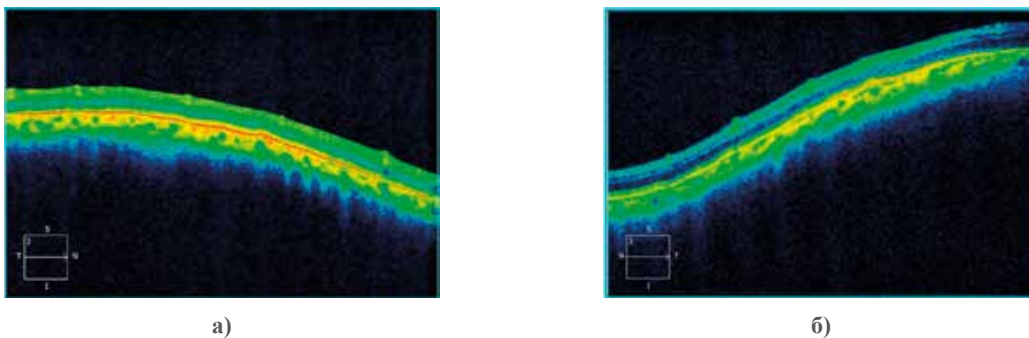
Оптическая когерентная томография а.) правого глаза; б.) левого глаза
